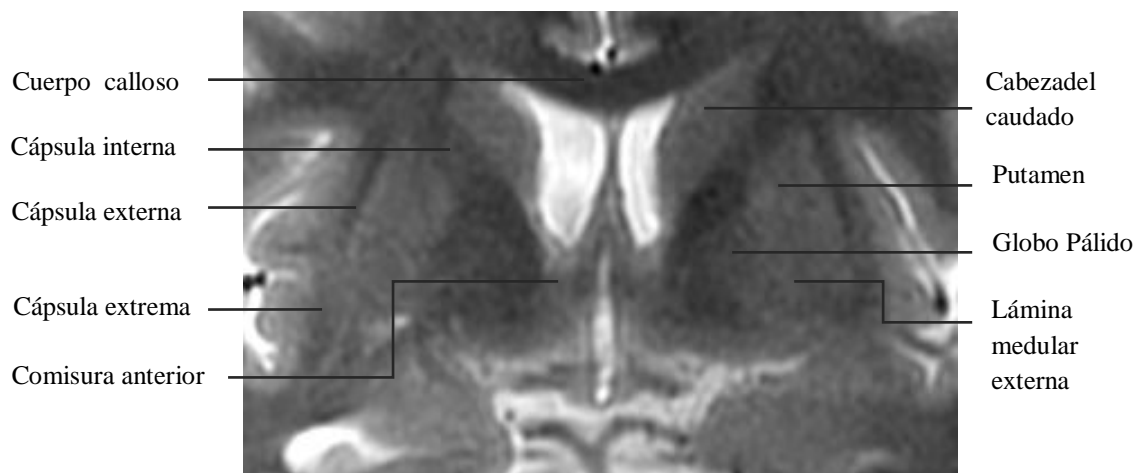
Imagen de RM, secuencia potenciada en T2 en plano coronal. Relación de núcleos de la base con los tractos de sustancia blanca adyacentes.
